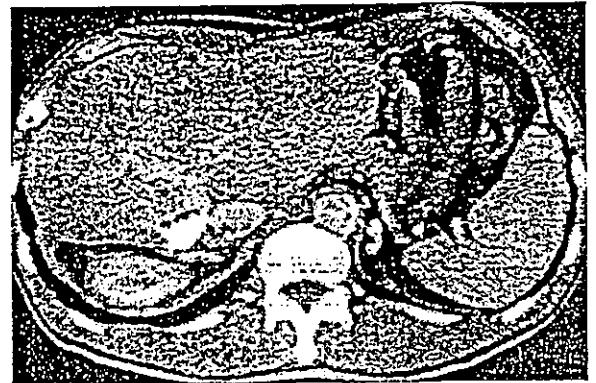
b 腹部CT (IFN併用動注化学療法開始後9カ月目)
